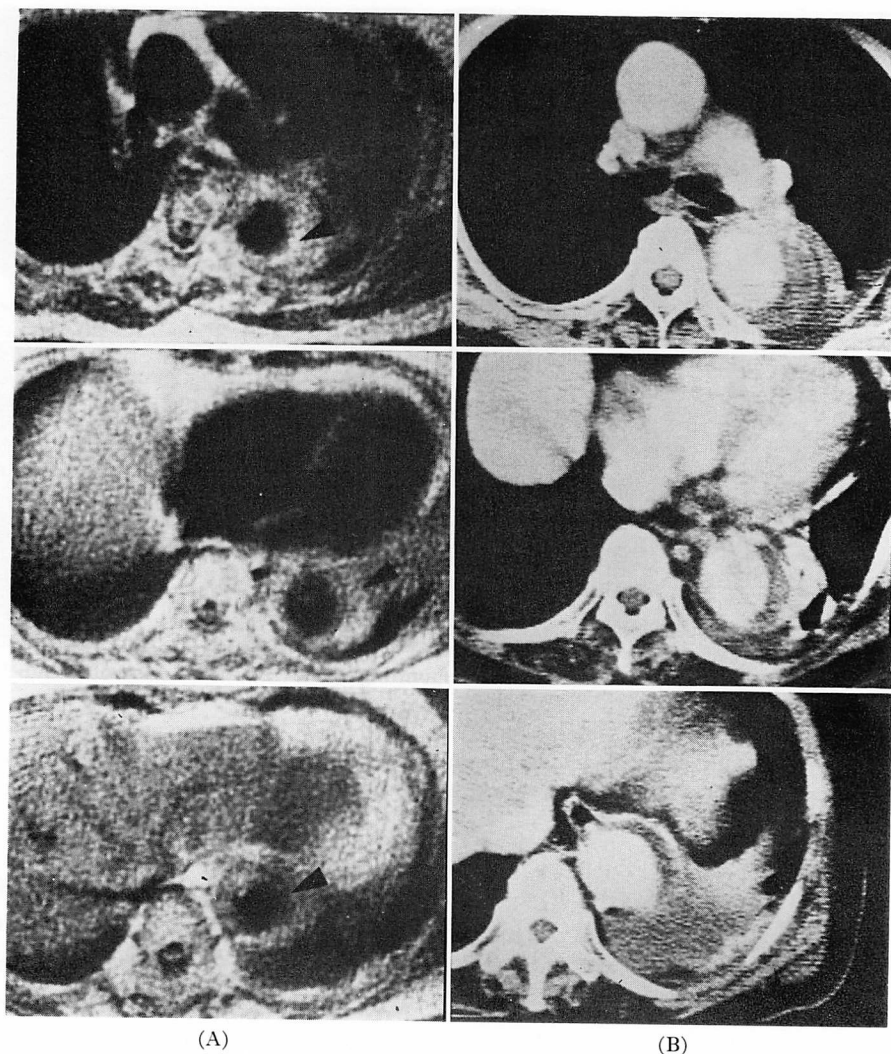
Transverse MRI (A) and the corresponding X-CT (B) in cases of Group II with type B aortic dissection.
